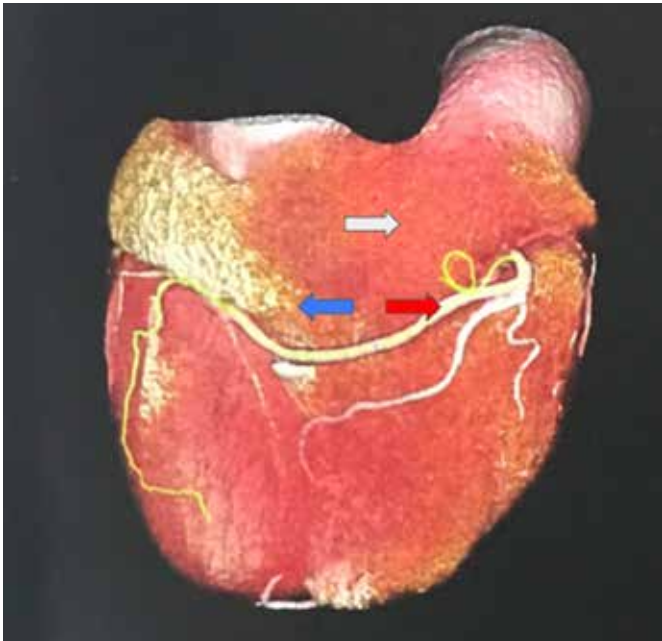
Representação tridimensional a partir de angiotomografia coronária do coração do paciente em visão posterolateral direita mostra o Seio coronário aumentado (seta azul) acima da artéria coronária direita (seta vermelha) e Átrio Direito (seta branca), não sendo visualizado neste veia cava superior direita.
